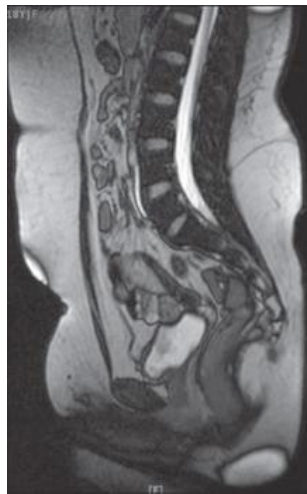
RMN, Immagine Sagittale T2 pesata: utero non visibile e vagina visibile solo nella sua metà inferiore [12]
